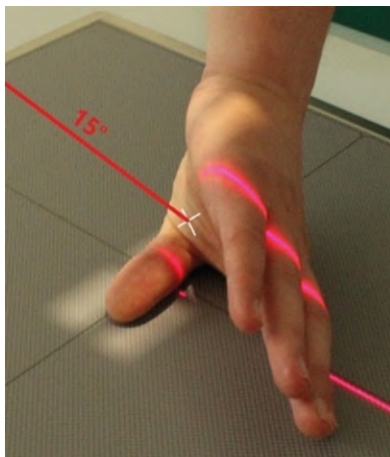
Рентгенография большого пальца. Задняя проекция (по Роберту)
